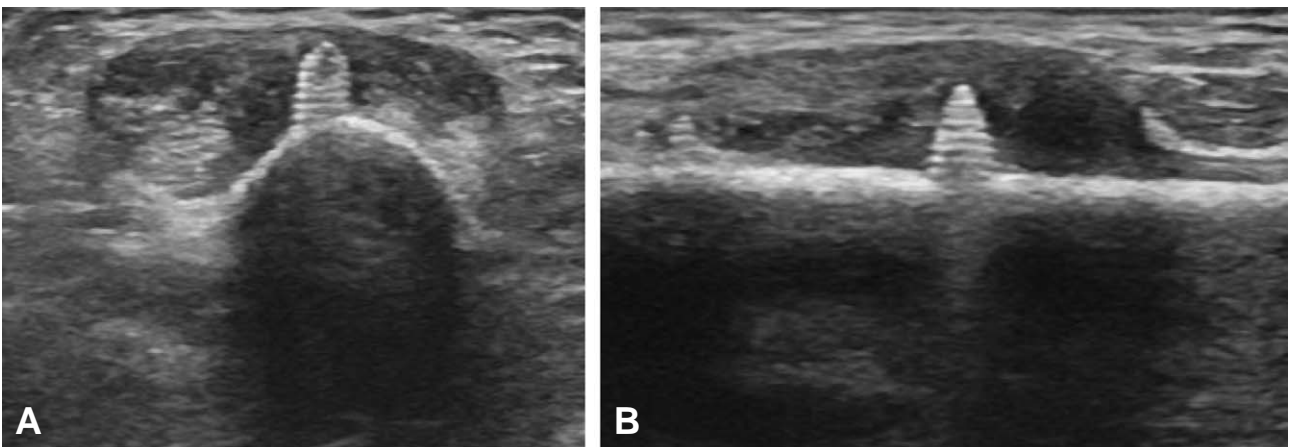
Ultrasonographic images of dorsal screw prominence. Short- and long-axis images (A and B) of distal radius reveals tip of screw (arrow) penetrating dorsal cortex and surrounding hypoechoic mass formation just over screw tip.
